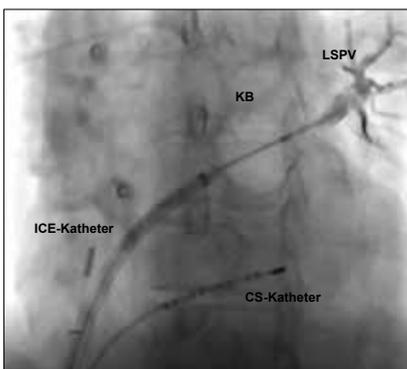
LAO Röntgen-Darstellung des linken Vorhofs
